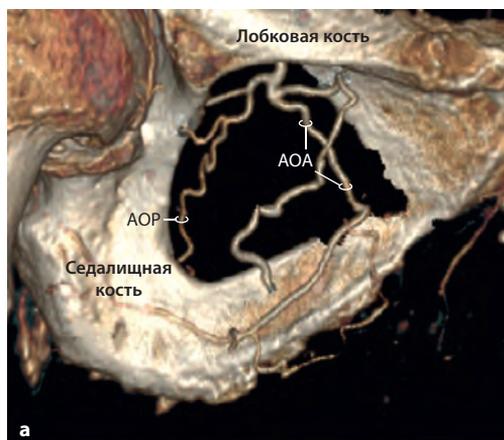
Область запирающего отверстия. *а* – 3D-реконструкция КТ – сосуды запирающего отверстия – задняя запирающая артерия (АОР) и передняя запирающая артерия (АОА); *б* – аваскулярная зона обтураторного отверстия (желтый треугольник), расположенная между бифуркацией запирающей артерии (А), серединой нижней ветви лобковой кости (В) и серединой наружного края запирающего отверстия (С) (Nyangoh T.K. et al., 2015).
